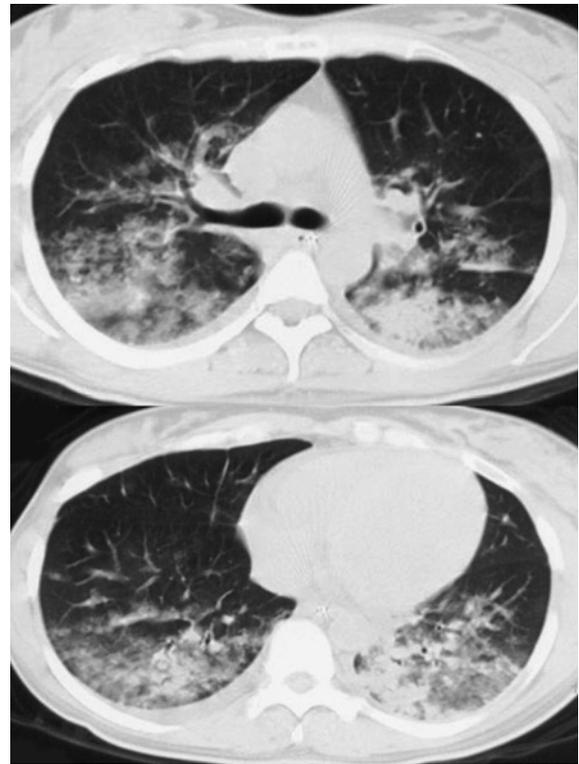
Chest computed tomography on admission, showing consolidation in both posterior lung fields.
